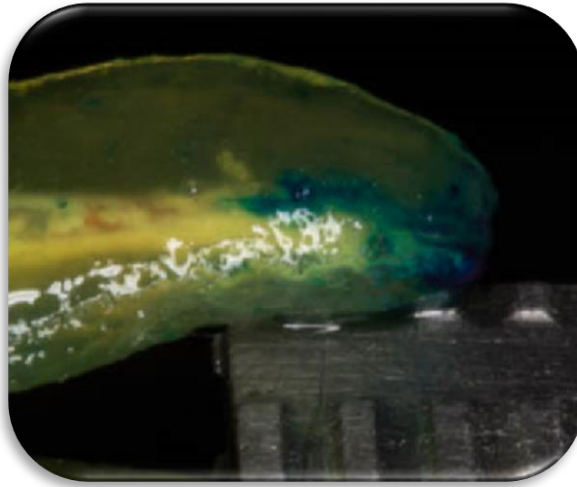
Microfiltración apical 2 mm técnica cono único raíz distal
